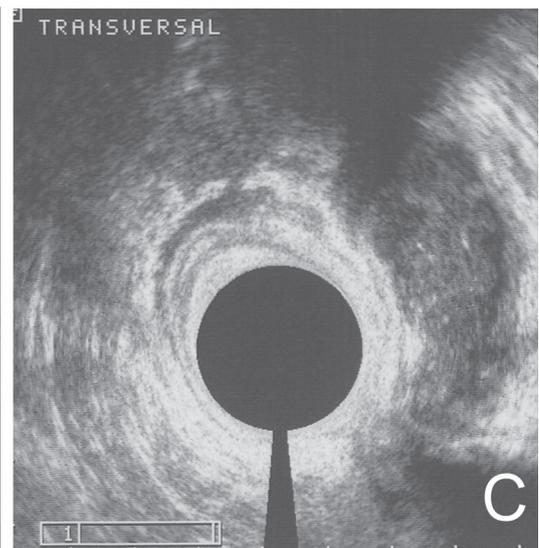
Bilddiagnostik beim Analabszess. A: CT-Darstellung (supralelevatorischer Abszess); B: MRT-Darstellung (supralelevatorischer Abszess); C: Endosonografie (ischioanaler Abszess).
